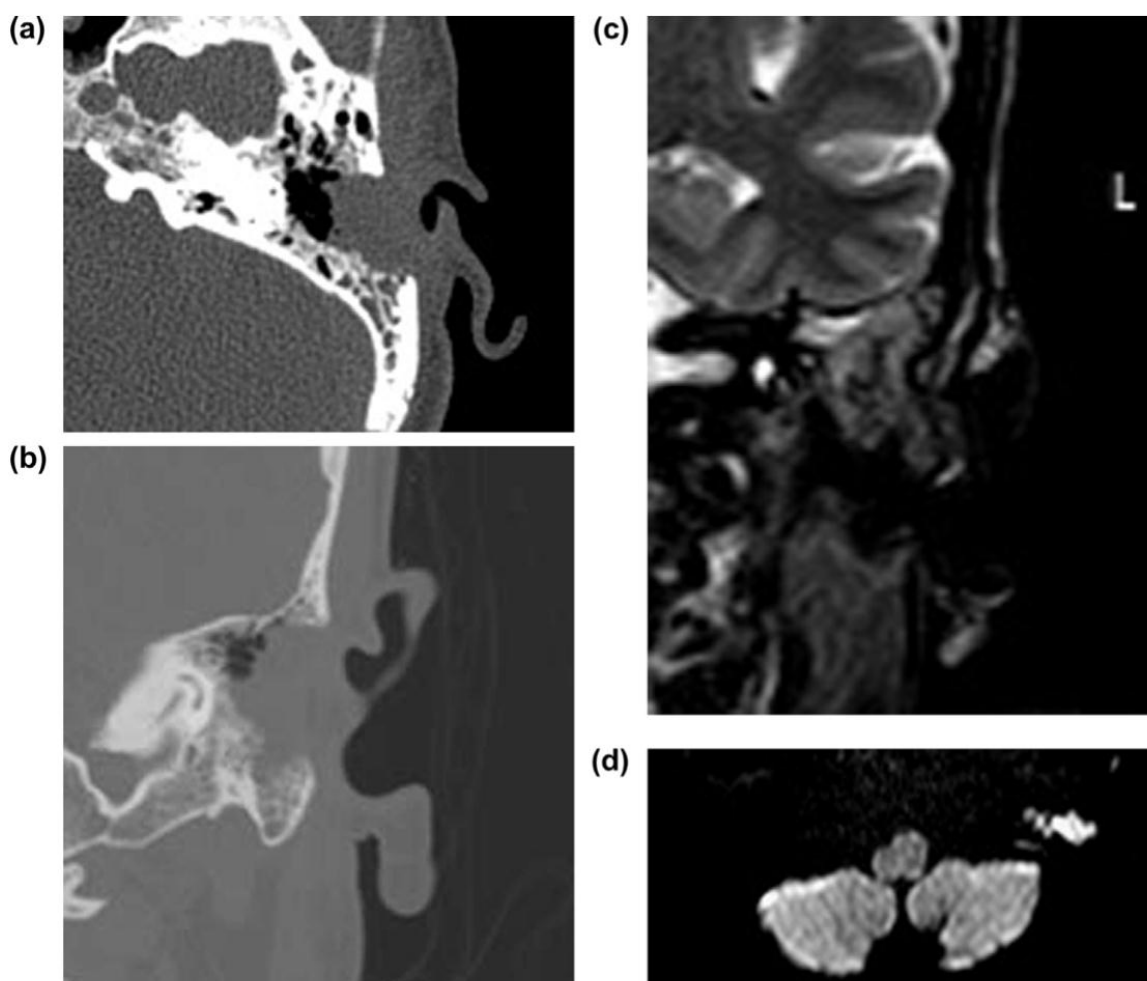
Un patient de 39 ans a subi une mastoïdectomie du côté gauche, puis 2 ans plus tard, il a développé un écoulement et une douleur récurrents, le scanner (a) axial et (b) coronal a montré une lésion irrégulière des tissus mous dans le lit opératoire avec des zones d'érosions osseuses, l'IRM (c) T2 a montré une lésion irrégulière hyperintense des tissus mous dans le lit opératoire qui montre une restriction de diffusion dans l'image DWI (d), le diagnostic est un cholestéatome récidivant, les résultats ont été confirmés par la chirurgie. ⁱⁱⁱ [52]
